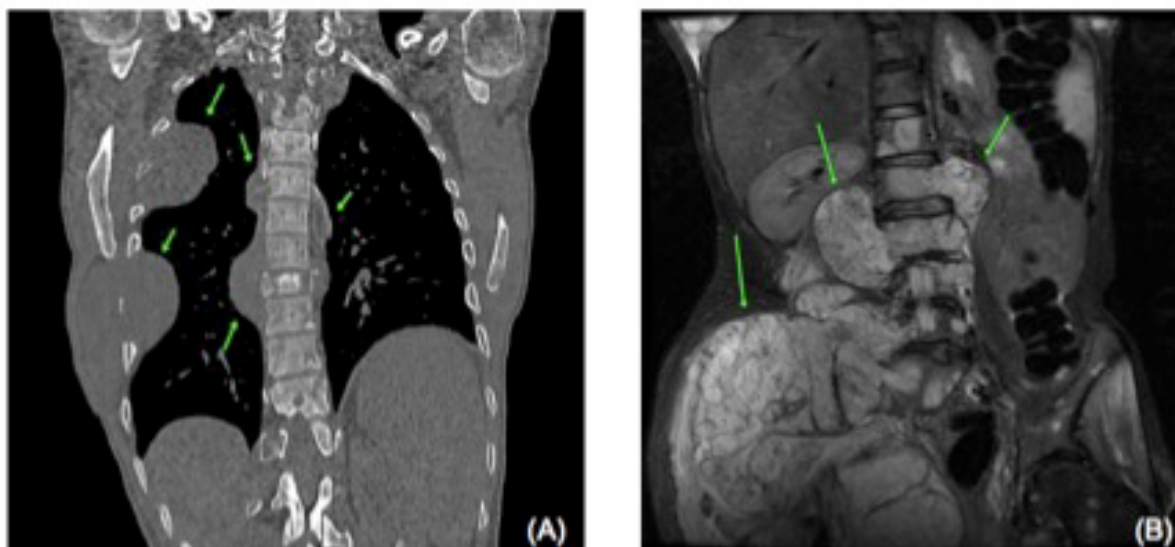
Metástases apresentadas pelo paciente em coluna vertebral, partes moles da parede torácica, fígado e espaço pleural. (A): Tomografia computadorizada de tórax. (B): Ressonância magnética.
